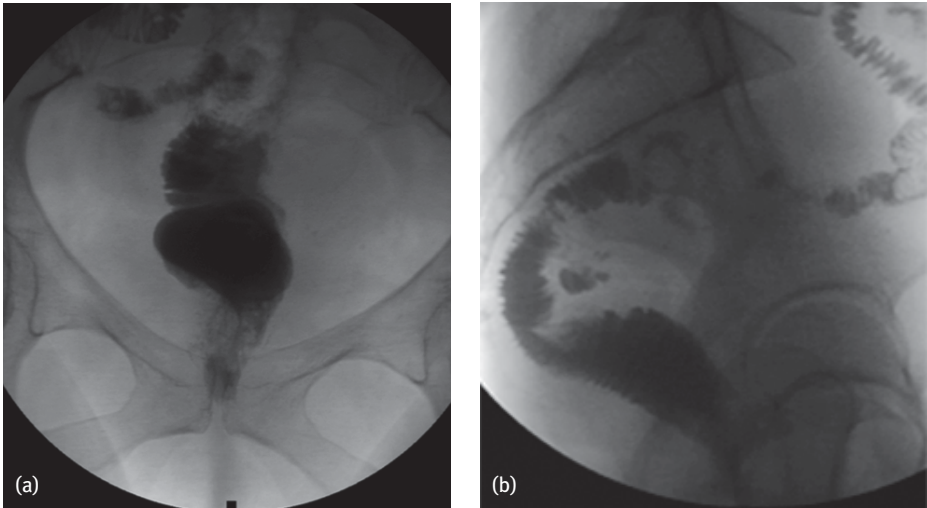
J-Pouch-Darstellung in der Röntgenkontrastuntersuchung vor Ileostomarückverlagerung, (a) von anterior und (b) seitliche Aufnahme.
